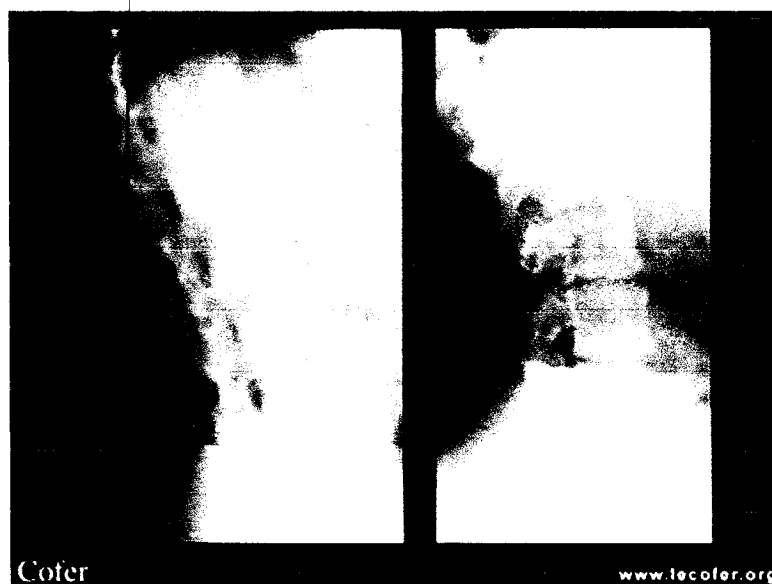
Radiographies du rachis de profil, à gauche une personne atteinte de spondylarthrite et à droite d'une personne normale (d'après)
